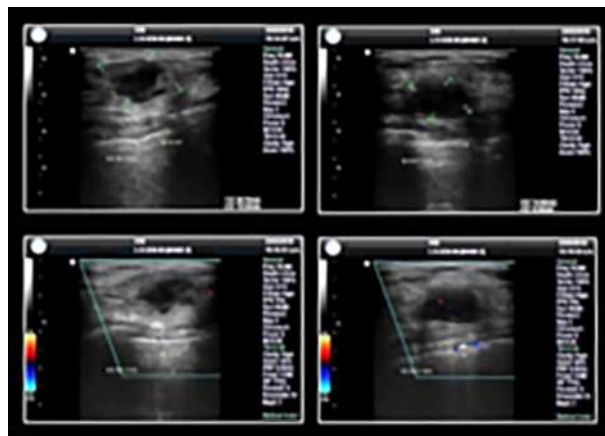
Ecografía mamaria.
